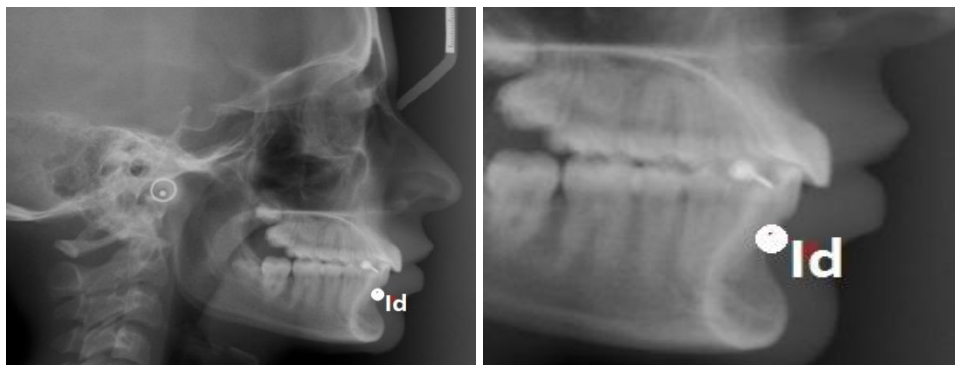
Infradentale - aspect radiografic
